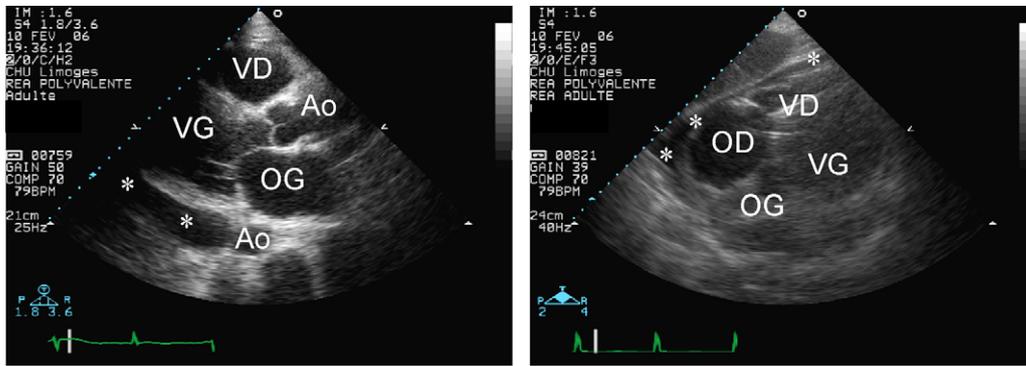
Épanchement péricardique modéré identifié en échocardiographie transthoracique. En vue parasternale grand axe, l'épanchement péricardique est visible en regard de la paroi inférieure du cœur, zone anatomiquement la plus déclive (à gauche, astérisques). En vue sous-costale, l'épanchement prédomine dans les zones déclives, en regard les cavités droites (à droite, astérisques). OD : oreillette droite ; OG : oreillette gauche ; VD : ventricule droit ; VG : ventricule gauche ; Ao : aorte thoracique.
